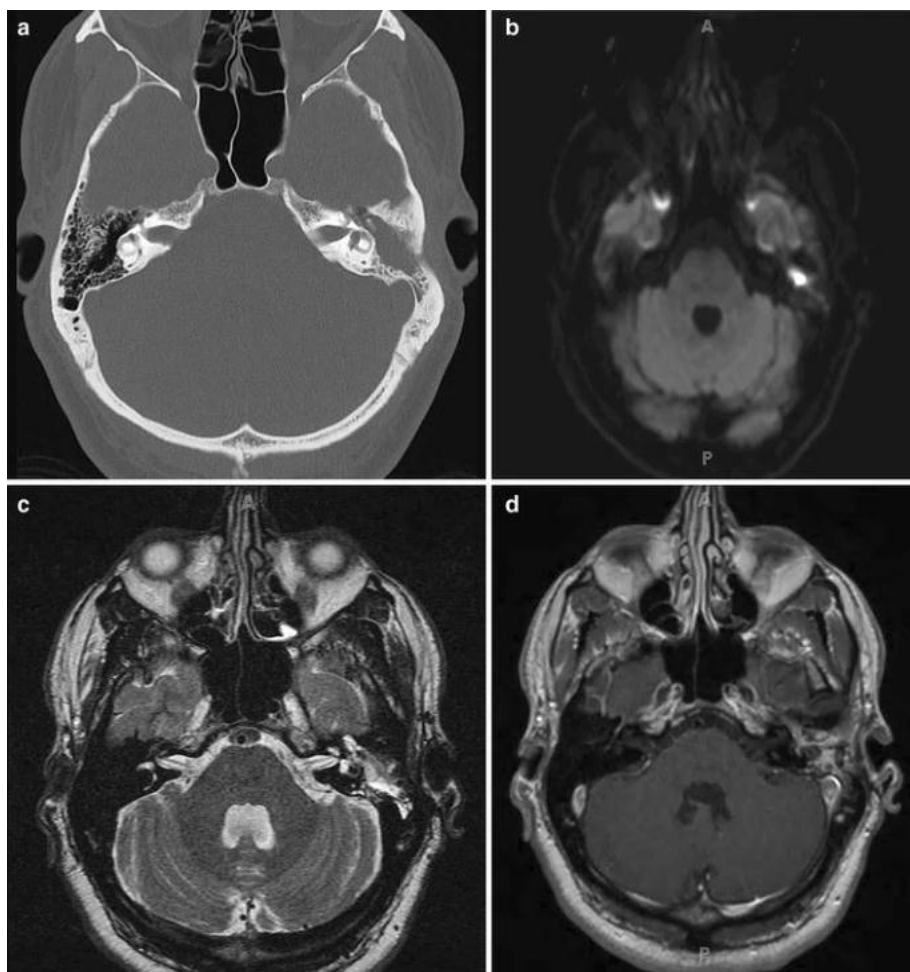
(a) CT axial : opacification de l'oreille moyenne et de l'antre. (b) IRM Diffusion : zone de diffusion restreinte recouvrant l'antre et correspondant à des débris de kératine dans un cholestéatome. (c) IRM T2 : densité de tissu mou notée latéralement au canal semi-circulaire latéral. (d) IRM T1 avec injection de Gadolinium : la densité des tissus mous ne s'améliore pas. ^{lxxvi} [96]
